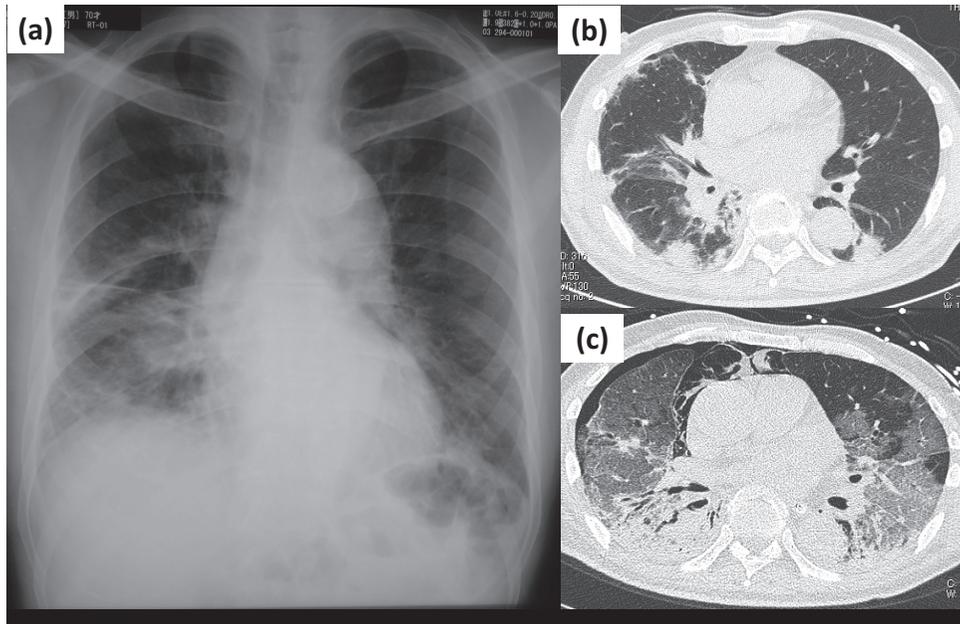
(a) Chest X-ray on admission showing ground-glass opacity and infiltration in predominantly affecting lower lung field. (b) Chest CT scan on admission showing bilateral multiple consolidations in bilateral lower lung field which were suspected with organizing pneumonia. (c) Chest CT scan on 36 hospital day showing diffuse ground-glass opacity.
